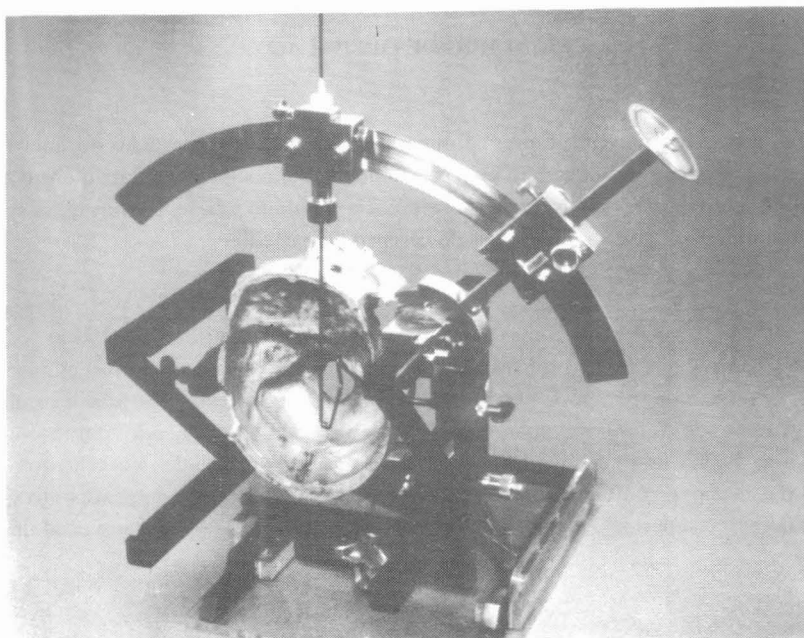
Guia CT-estereotáxica construída pelo Centro de Tecnologia - UNICAMP
